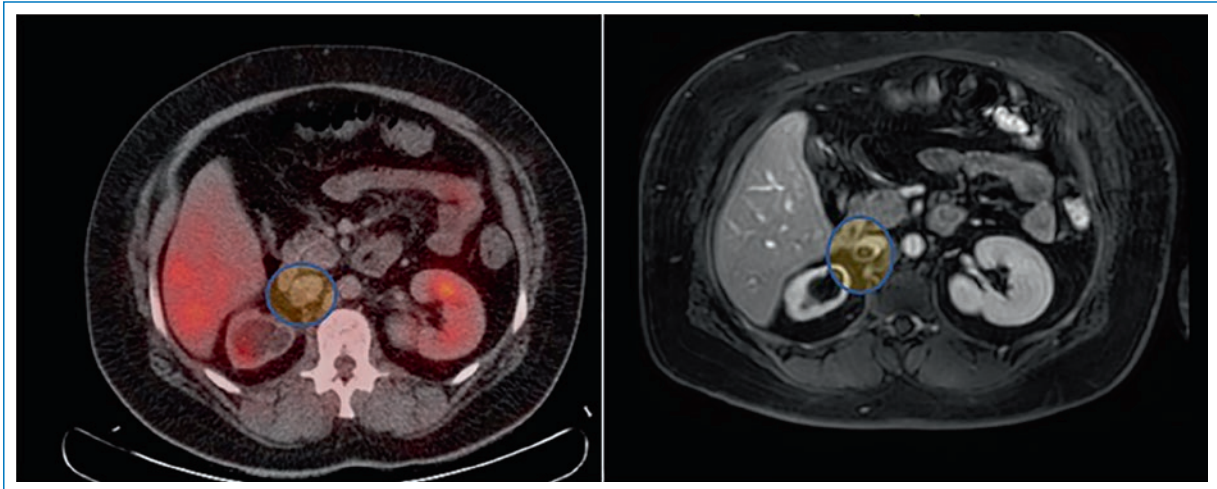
Corte axial comparativo de tomografía por emisión de positrones y resonancia magnética donde se observa la presencia de trombo dentro de la vena cava inferior con leve captación del radiotrazador.
